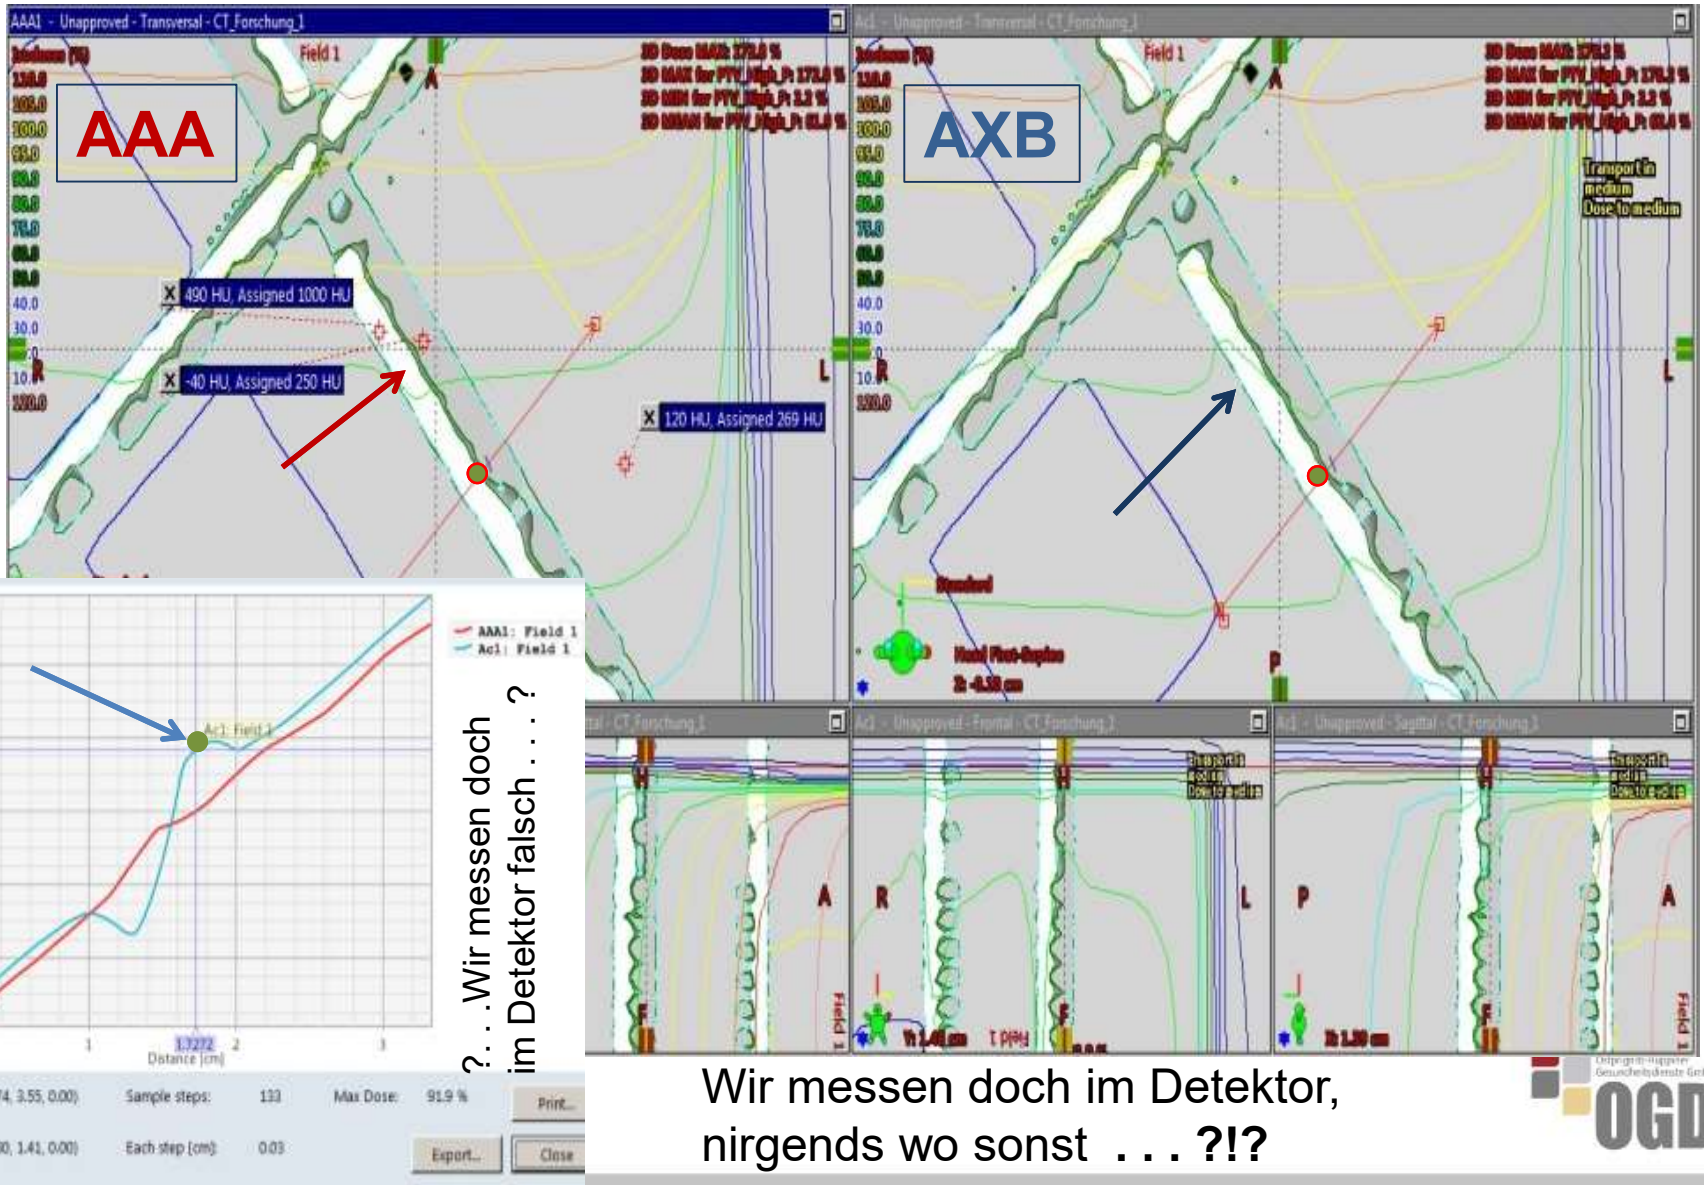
Messung für AAA am massendichte-zugeordneten homogenen Phantom-CT (PMMA mit 269 HU abgebildet)
